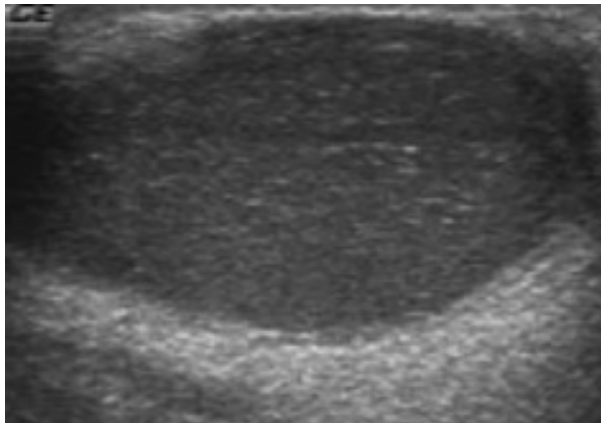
Masa hipoeoica en la ecografía.
